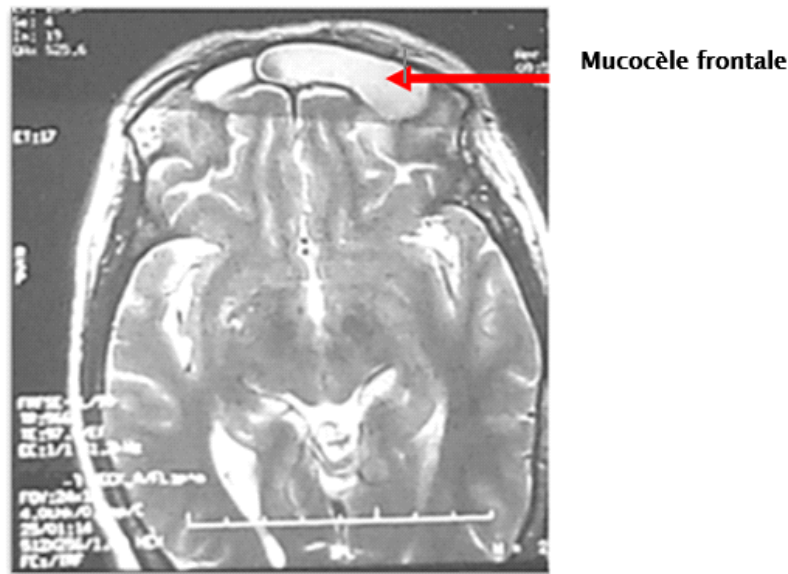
IRM cérébrale séquence T2, en Coupe axiale montrant une mucocèle du sinus frontal en hypersignal T2.
